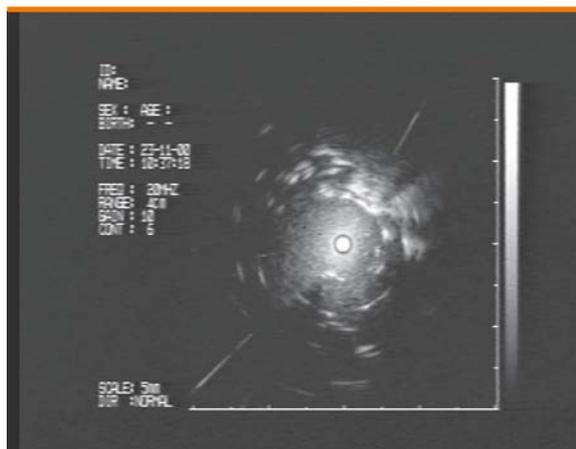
Lesione periferica con ben visibile al centro il catetere ecografico, attorno la lesione omogeneamente ipoecogena e in periferia aree subatelettasiche iperecogene
